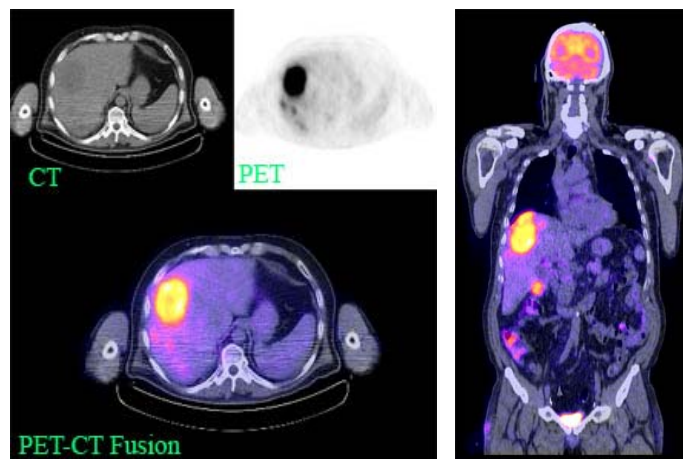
Metastaze intrahepatice: imagini PET (^{18}F FDG), CT și PET-CT. secțiuni transversale (stânga) și secțiuni coronale (dreapta) [18]
